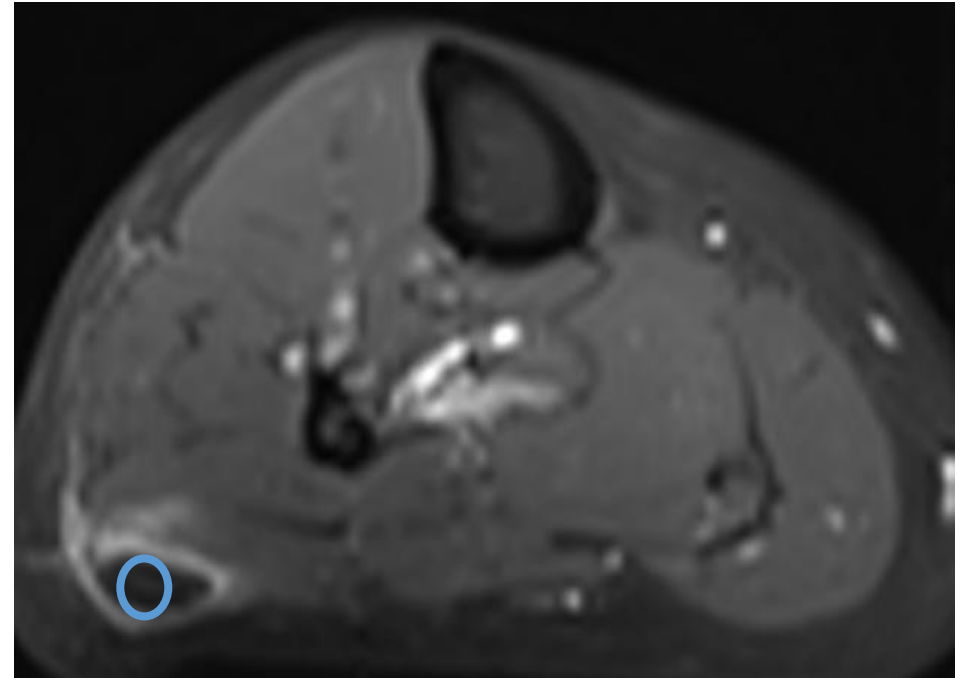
RM de pierna derecha T1 fat sat axial con contraste (Gd): captación periférica con área central hipocaptante compatible con área necrosis
